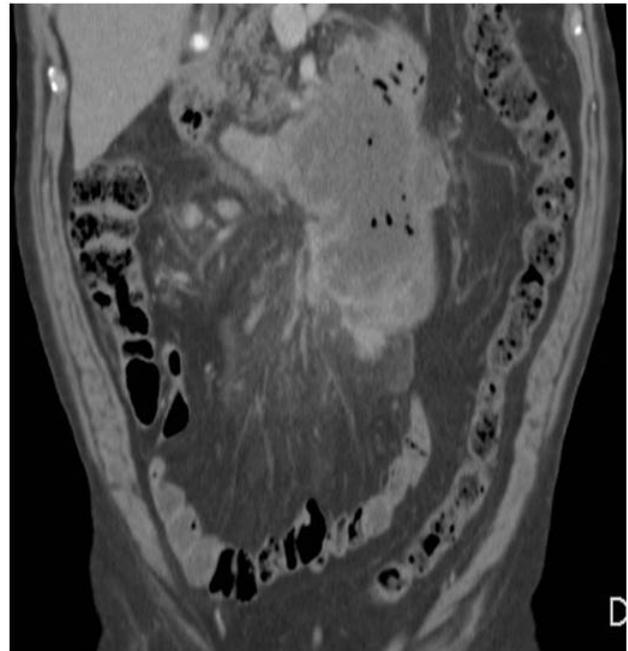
Paciente con dolor abdominal, pérdida de peso y fiebre. Se le realiza TC abdominopélvico tras la administración de CIV donde se observa masa mesentérica de aproximadamente heterogénea, de contenido hipodenso con gas y niveles hidroaéreos por necrosis - abscesificación. Numerosas
